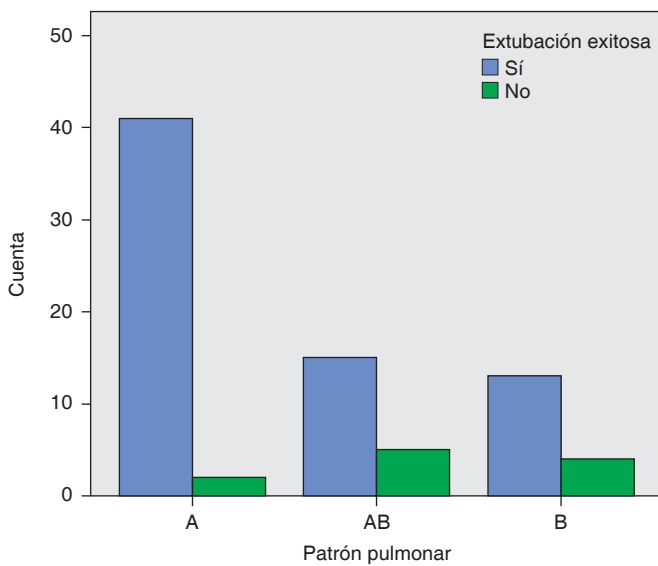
Ultrasonido pulmonar al primer minuto.
